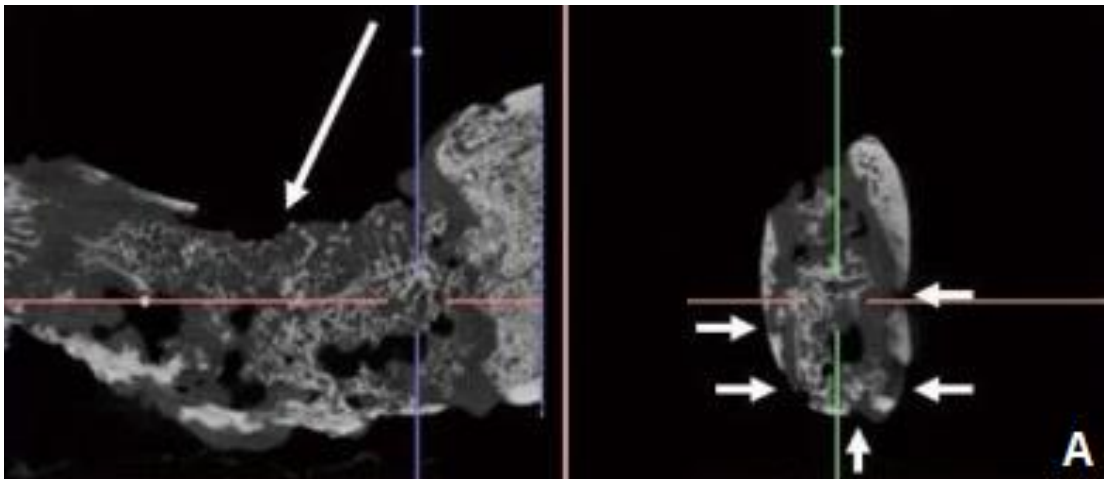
Coupes sagittale et frontale issues d'un CBCT d'ORN. Les flèches longues et courtes permettent respectivement de mettre en évidence les séquestres et les perforations de corticale [61]
